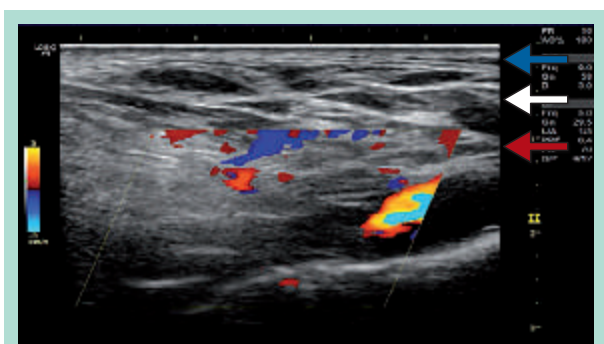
Détermination des plans d'injection. Les plans superficiels (←), moyens (⇄) et profonds (→) sont faciles à repérer en échographie.
